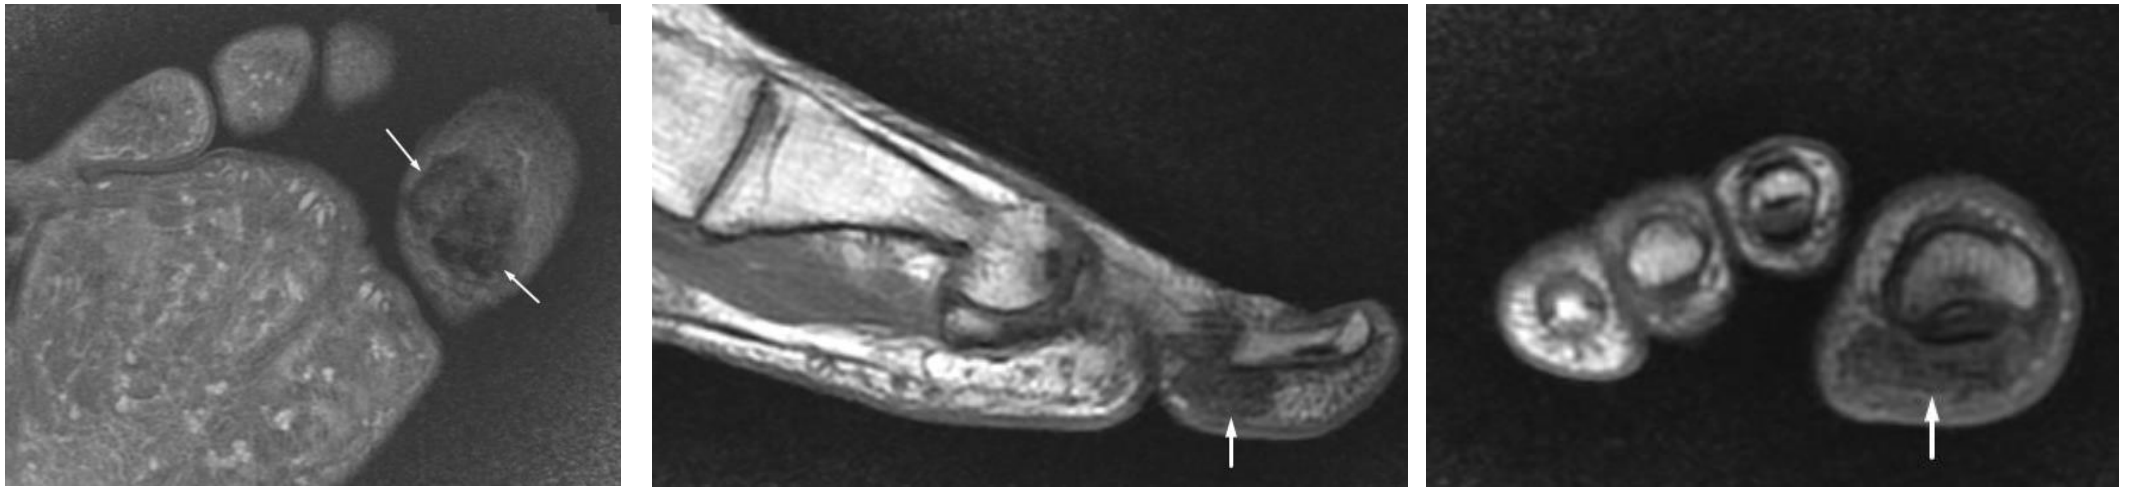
МРТ стопы с контрастированием. Мягкотканое образование с четкими дольчатыми контурами, размерами 20x8x19 мм, с кальцинатами, при контрастном усилении гетерогенно накапливающее препарат. Сигнал от костного мозга на уровне образования однородный, признаков костной деструкции нет
